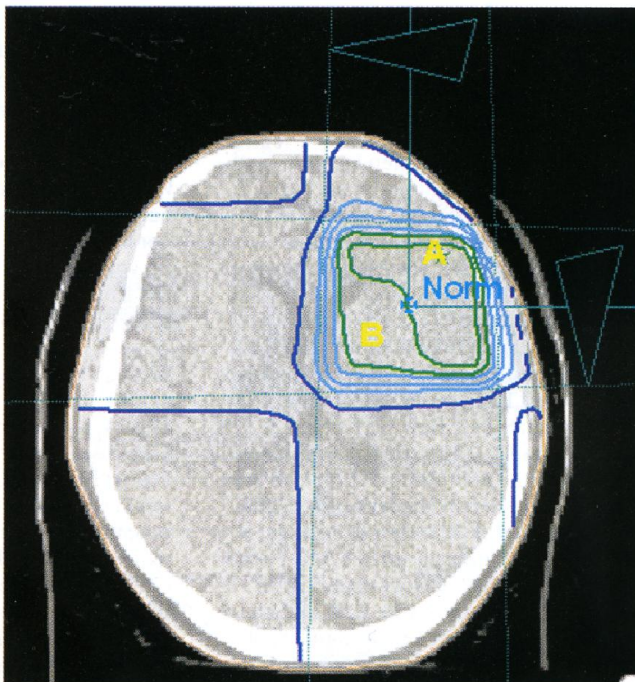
Beispiel einer Dosismodulation bei einem Zielvolumen im Gehirn. CT-gestützte Planung mit zueinander senkrechten isozentrischen Feldern.
